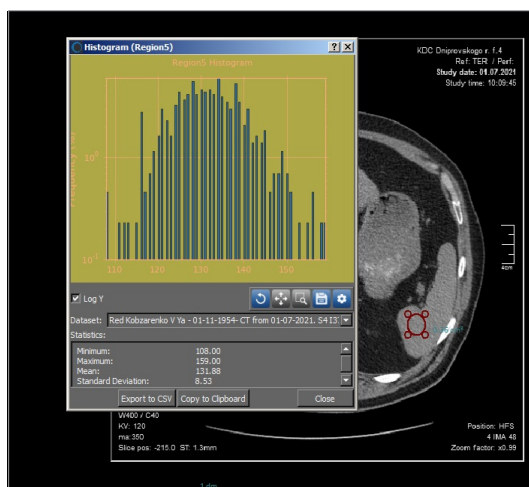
Гистограмма среза КТ селезенки больного К. от 01.07.2021 (контроль через 2 месяца)
